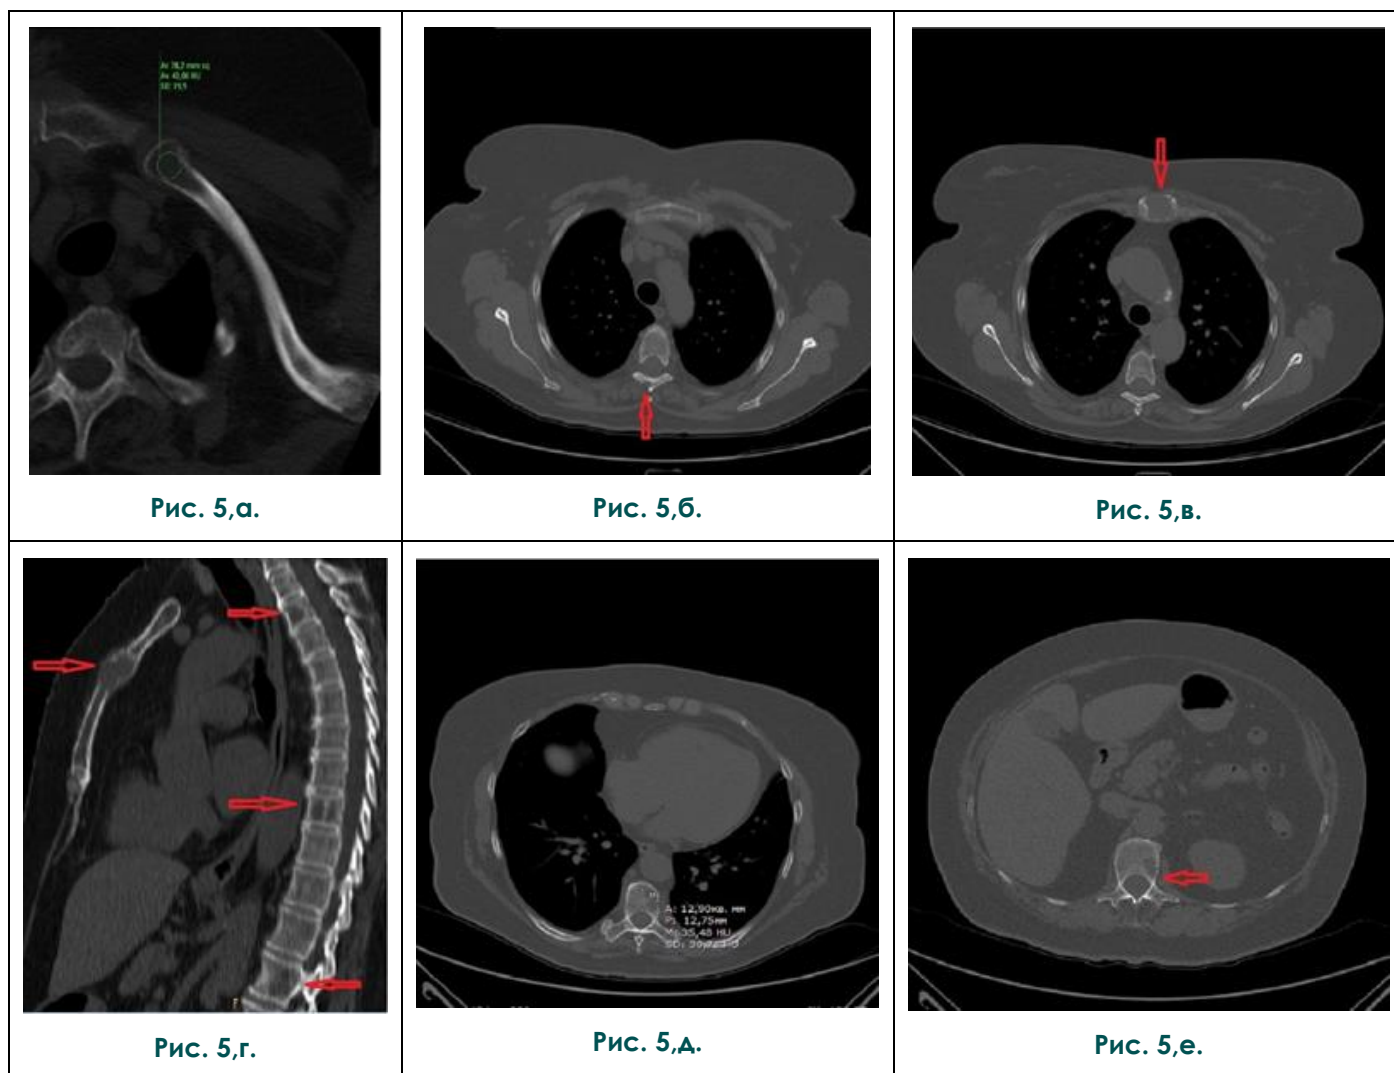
МСКТ, органы грудной клетки, костный режим.
